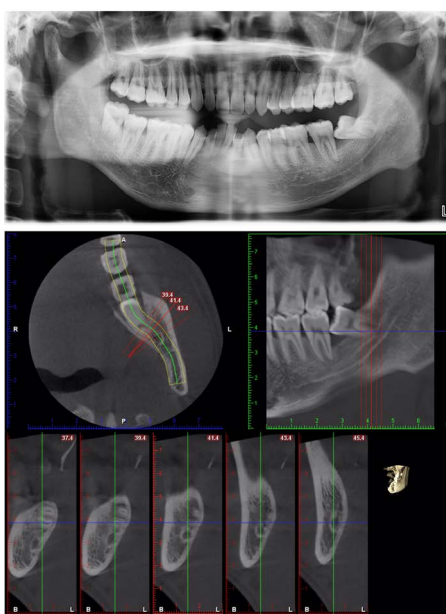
38 Position OPG bone white line continuous + CBCT contact
